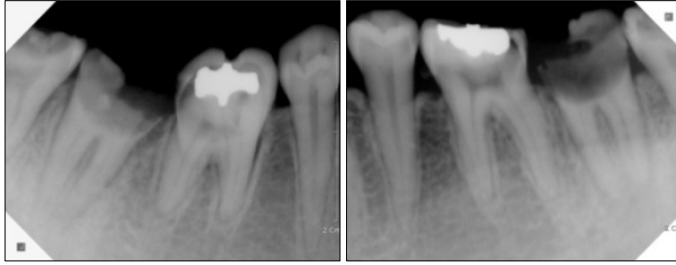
Pre-operative periapical views taken at 1st operation.
